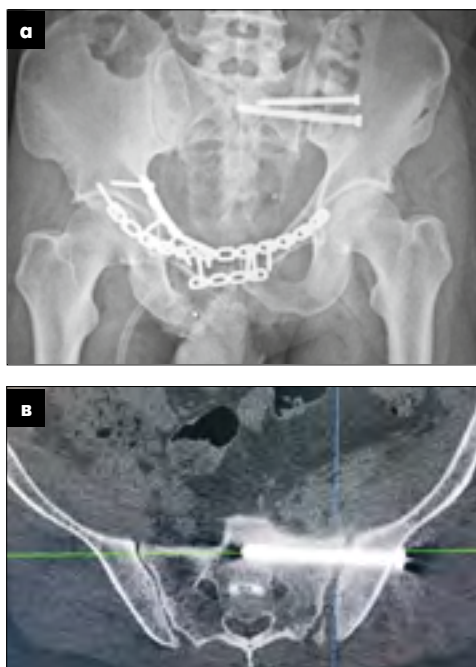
Зображення після втручання: а – рентгенограма в передньо-задній проекції; б – КТ-зображення, що ілюструє проведення фіксуючих гвинтів поза межами порожнини кульшового суглоба; в – КТ-сканування правильного положення гвинта, який фіксує крижово-клубове з'єднання в напрямку «клубова кістка – тіло S1»
